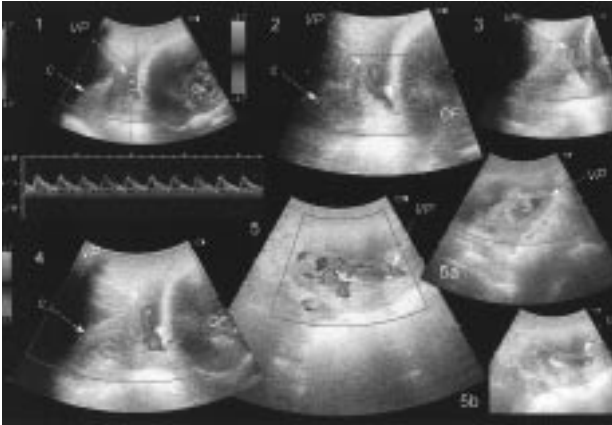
Caso 3. VP en contacto con el orificio cervical interno, proyecciones longitudinales del cérvix y segmento uterino inferior donde se muestra la relación de la VP con el orificio cervical interno (fotogramas 1, 2, 3 y 4). En los fotogramas 5, 6 y 7 se observa el cruce de la VP justo por encima del orificio cervical interno (visiones transversales). En el fotograma 5 se observa el VP con Doppler color, con Doppler de amplitudes en el fotograma 5a y en escala de grises en el fotograma 5b.
